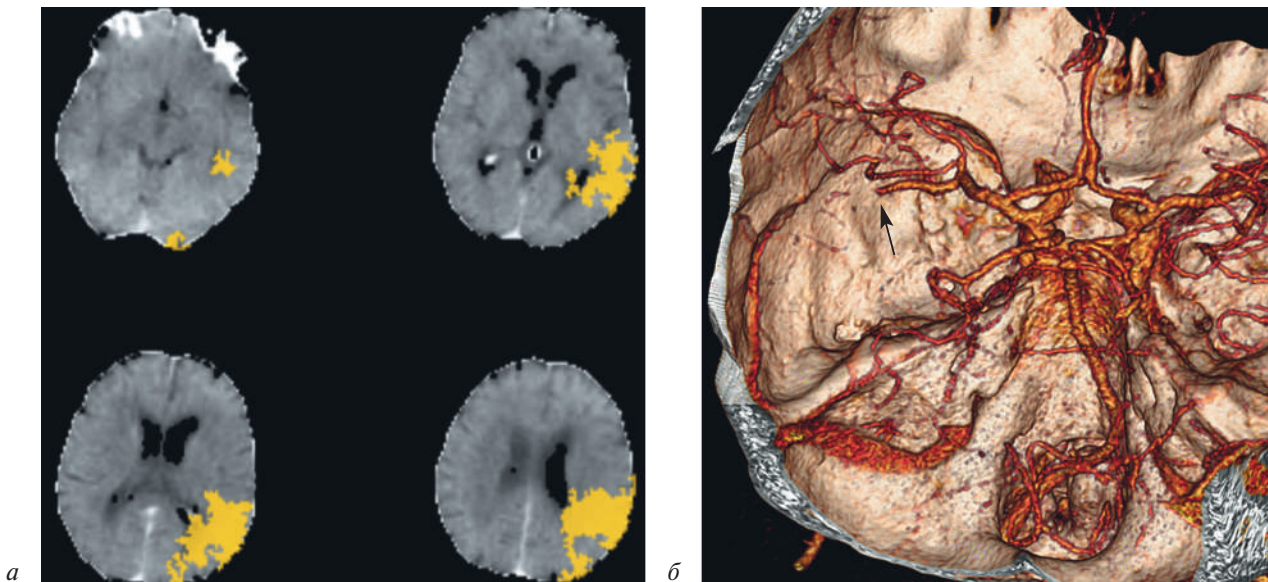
Компьютерное томографическое исследование. Гипоперфузия в бассейне средней мозговой артерии, окклюзия М2-сегмента средней мозговой артерии:
